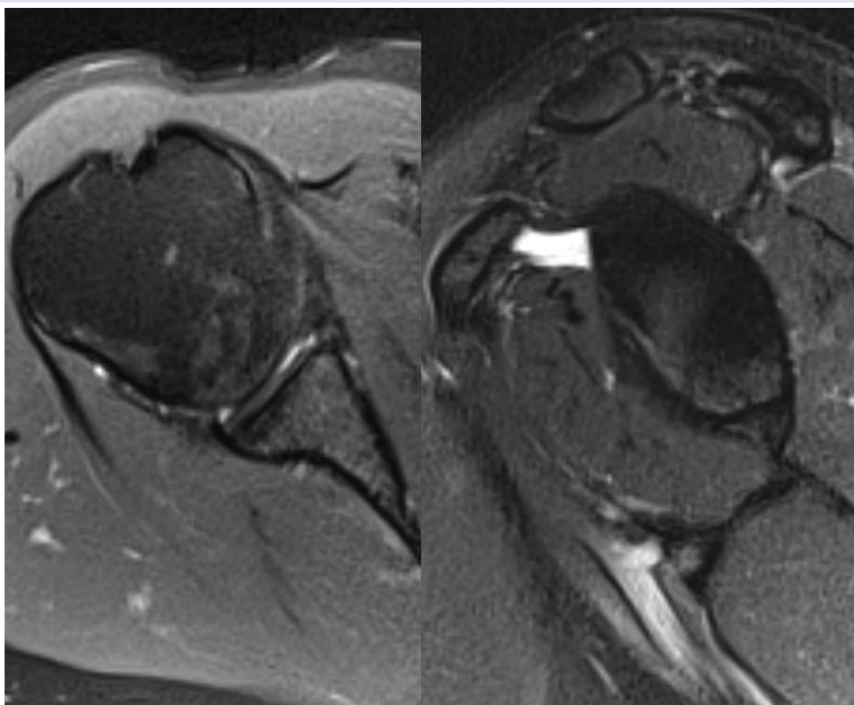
МРТ правого плечевого сустава перед операцией.
